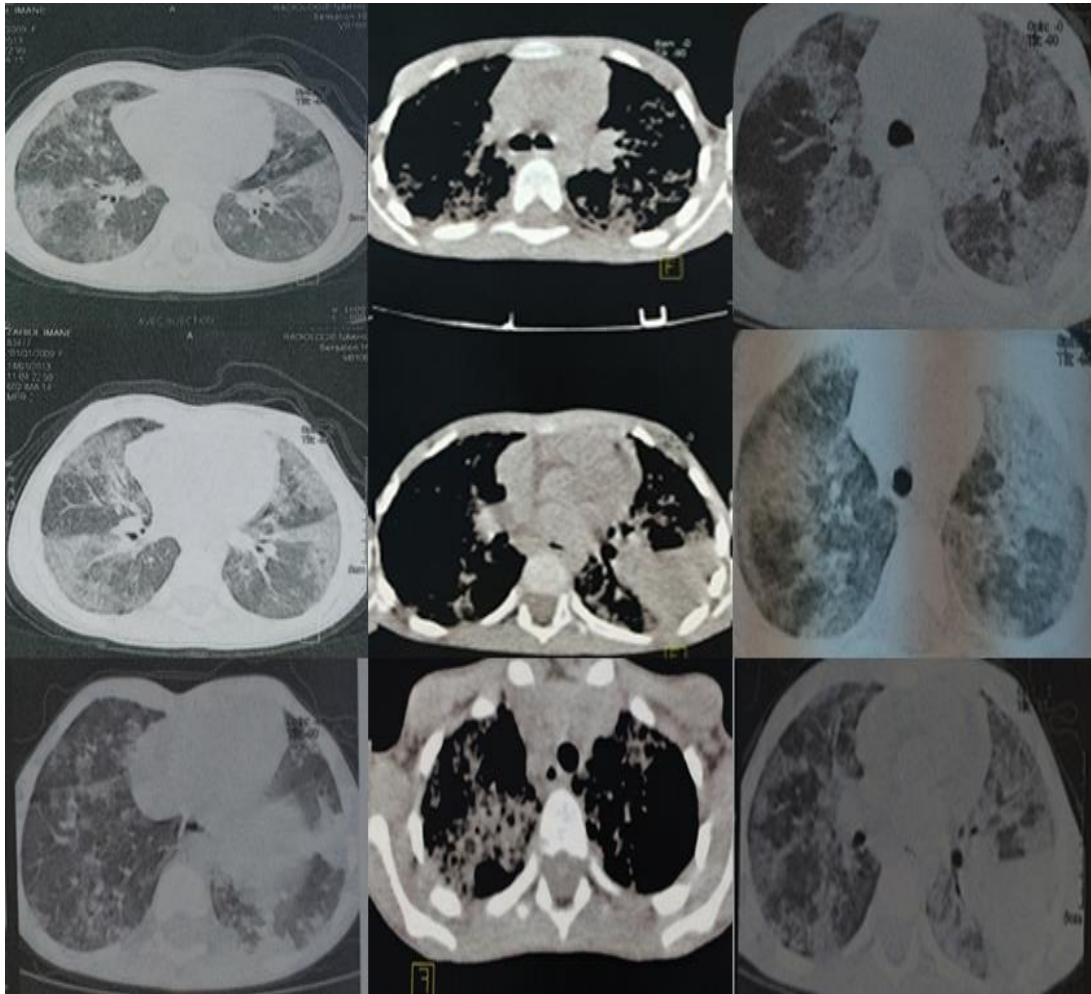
TDM Thoracique montrant : un aspect de pneumopathie infiltrante diffuse avec des opacités en « verre dépoli » prédominant en périphérie, avec un épaississement des septa interlobulaires, l'ensemble réalisant un aspect en "crazy paving" associé à des condensations alvéolaires bilatérales.
